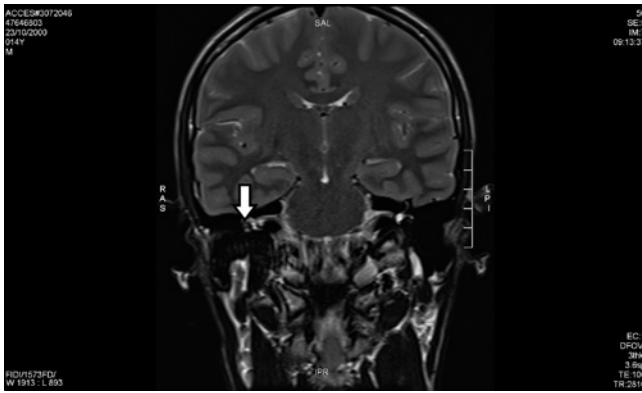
Corte coronal em T2 de ressonância magnética de crânio demonstrando hemangioma (seta branca) de nervo facial à direita
